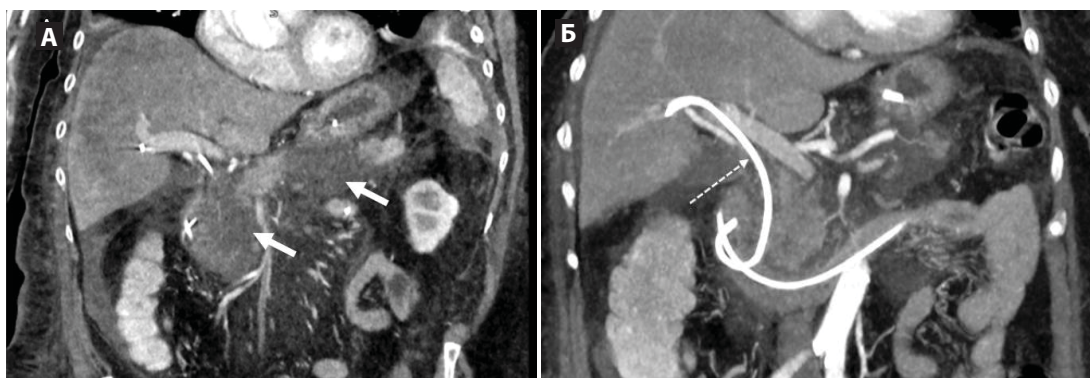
КТ на 3-и сутки ОП, панкреатическая фаза. Криволинейная реконструкция (А), косокорональное изображение, МIP (Б). Представлены зоны глубокого некроза в головке и теле ПЖ (толстые стрелки), положение стента ОЖП (пунктирная стрелка)
